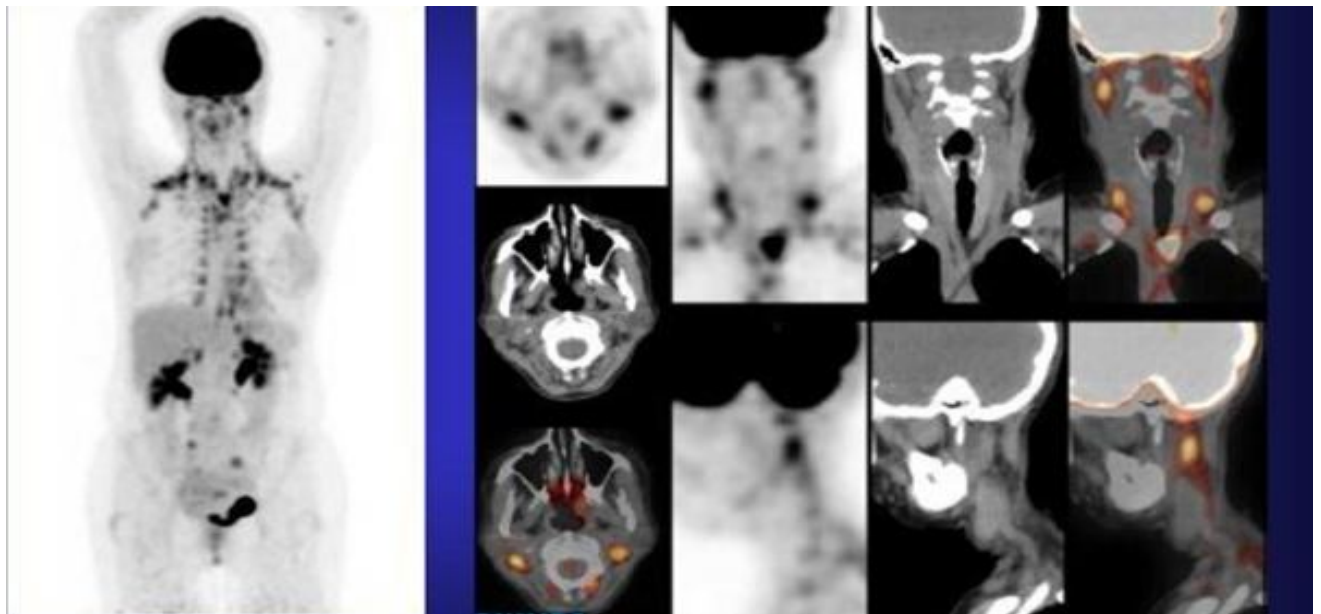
Fixation du FDG par la graisse brune
